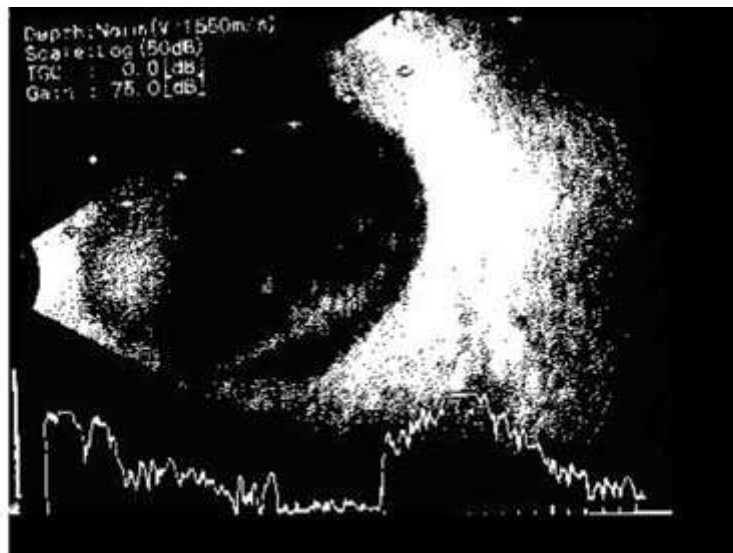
Ecografía modo A y B, corte transversal, hora 5: masa sólida sin excavación coroidea que muestra reflectividad interna alta y estructura interna irregular.
